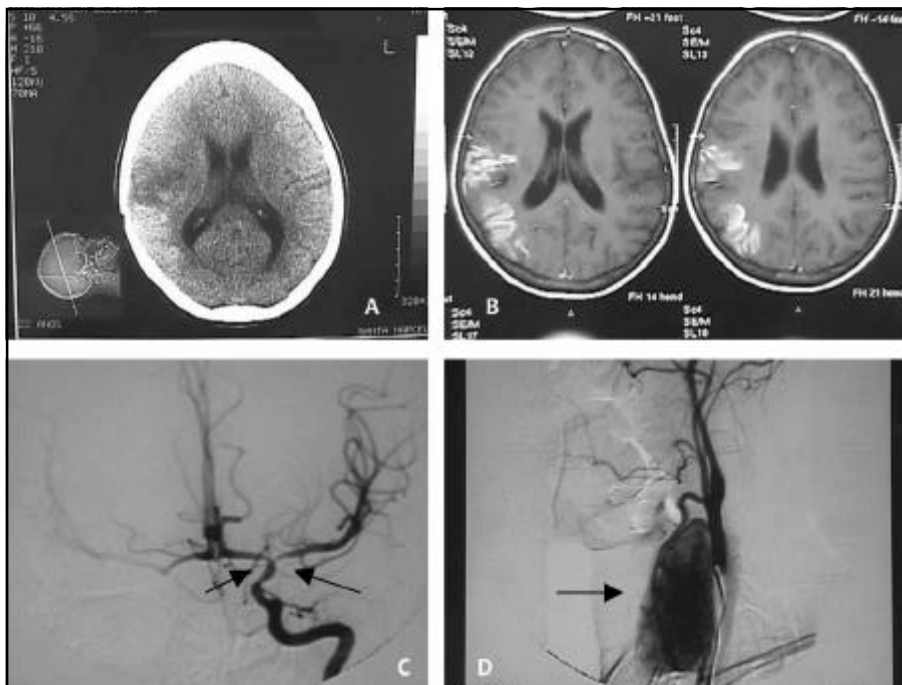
Caso 1. A: Tomografia de crânio - lesão isquêmica temporoparietal direita. B: Ressonância nuclear magnética - lesão isquêmica com circulação de luxo. C: Angiografia cerebral - estenoses segmentares da carótida interna, origem da cerebral média esquerda, cerebral anterior e oclusão da artéria cerebral média direita. D: Angiografia cerebral - intensa contrastação do bócio tiroídiano.
